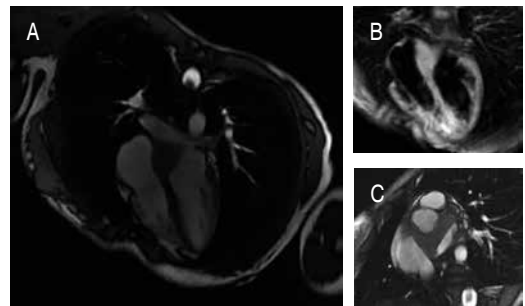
Resonancia magnética. Paciente con masa interauricular y retroaórtica.
